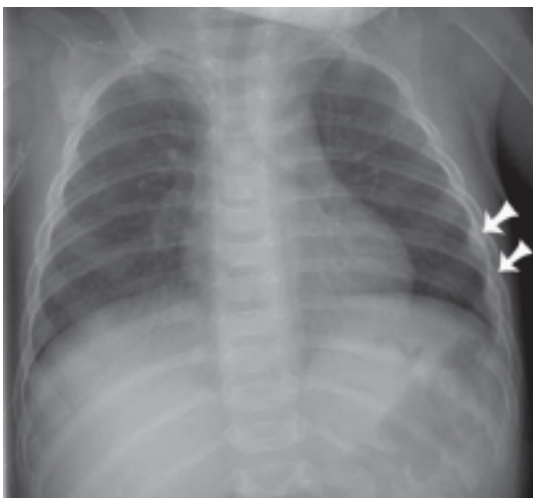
Fratura de costela em vítima de trauma não acidental de 9 meses. A radiografia de tórax mostra fratura na sexta e sétima costelas laterais esquerda. Fonte da imagem: 27.
